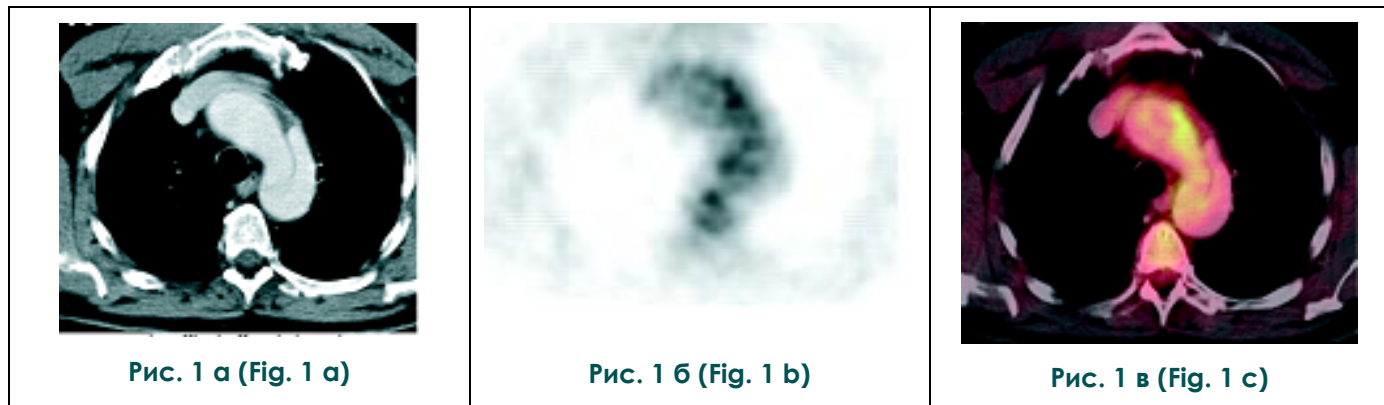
Визуализация поглощения ^{18}F -ФДГ в зоне диссекции дуги аорты методом ПЭТ/КТ [36].
